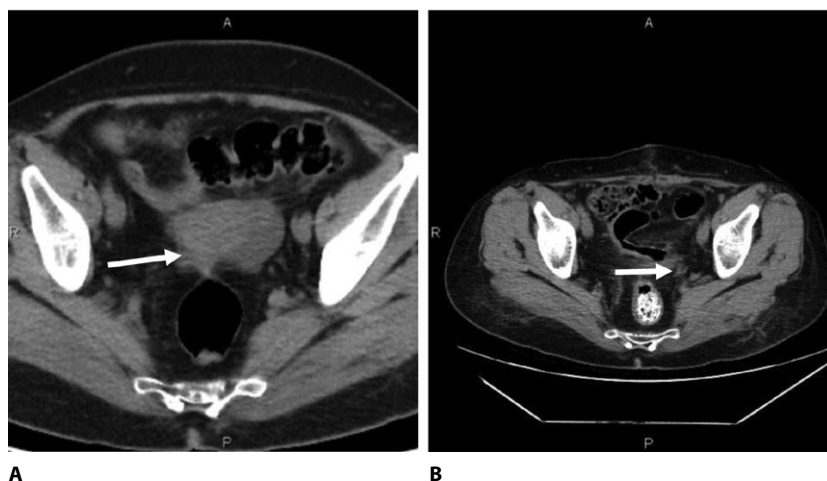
Сравнение данных компьютерных томограмм органов таза от февраля и мая 2025 года (А и В соответственно)
